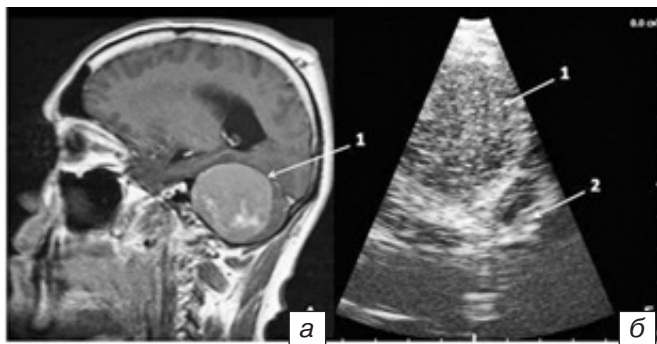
МРТ и ИС пациента с менингиомой задней поверхности пирамиды височной кости: а — Т1-взвешенное изображение МРТ головного мозга в сагиттальной проекции, на которой определяется большая менингиома, накапливающая контраст, занимающая практически всю заднюю черепную ямку; б — ИС до вскрытия ТМО, при которой определяется округлое гиперэхогенное образование (менингиома) с четкими ровными контурами, прилежащее к костным структурам (2).
